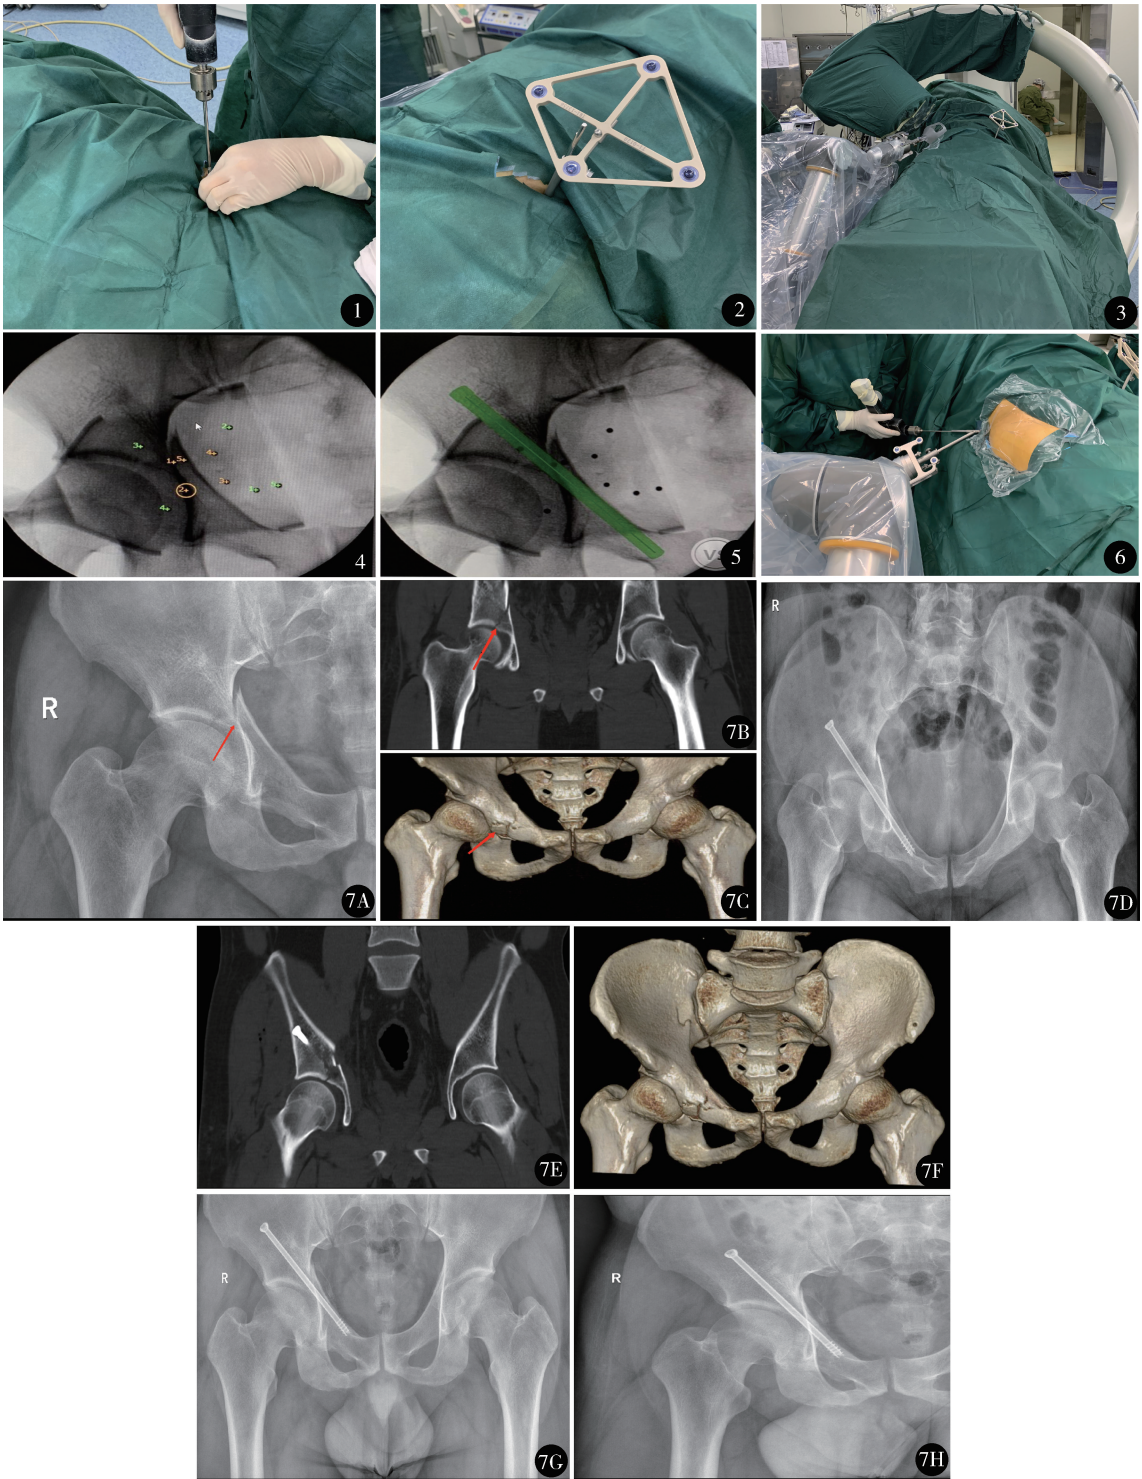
2 健侧髂前上棘处取长约 1 cm 切口,用电钻打入斯氏针,将示踪器牢靠固定 图 3,4 3D C 形臂采集骨盆正位、出入口位、闭孔斜位、髂骨斜位等图像,将图像数据传输至机器人工作平台,拾取标记点 图 5 模拟设计螺钉置入位置、长度 图 6 根据设计规划路径在机械臂引导下从髂骨翼指向耻骨联合方向予电钻打入导针 图 7 A ~ C. 术前 X 线、CT 示右侧髋臼骨折 (Letournel-Judet 分型前柱骨折); D ~ F. 术后 X 线片、CT 示右侧髋臼骨折内固定术后骨折对位对线可; G, H. 术后 7 个月 X 线片示右侧髋臼骨折内固定术后,可见连续性骨痂通过骨折线,骨折线模糊
